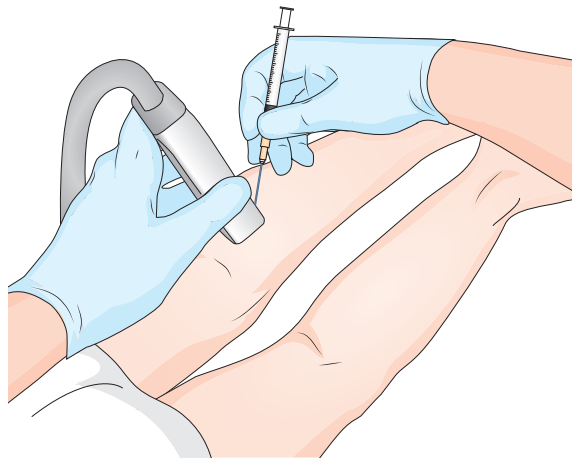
초음파 유도하 보툴리눔 독소 주사 모습
